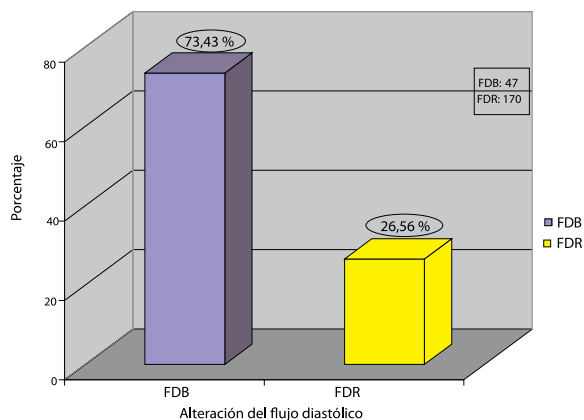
Resultados de la ecografía Doppler.
